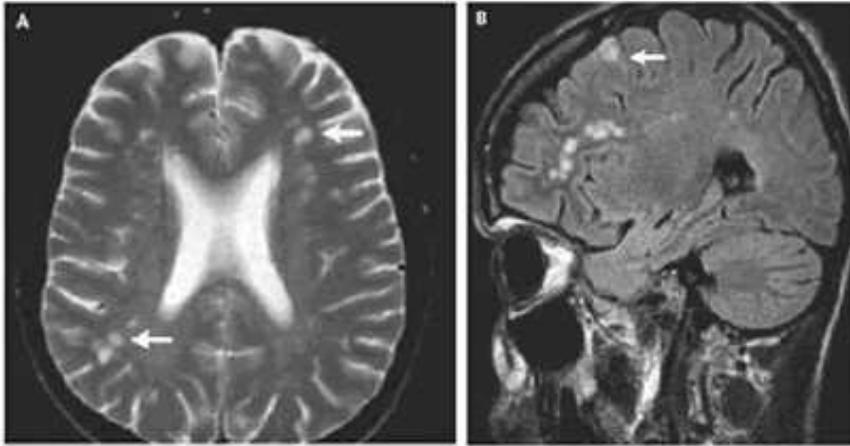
МРТ-снимки мозга в аксиальной (А) и сагиттальной (В) проекциях. Множественные гиперинтенсивные участки поражения как белого (А), так и коркового серого вещества мозга (В)
